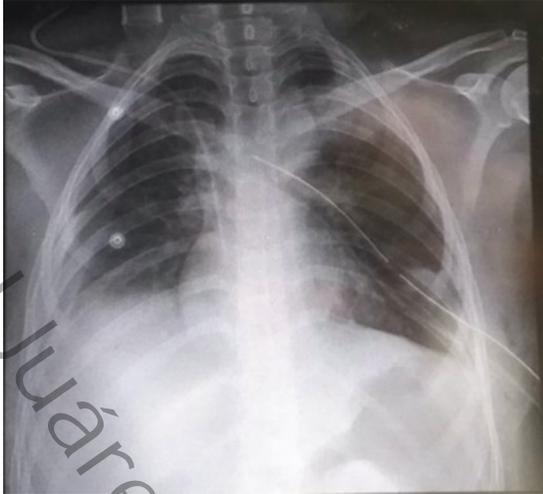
Radiografía de control postoperatorio. Se aprecia adecuada reexpansión de parénquima pulmonar.
